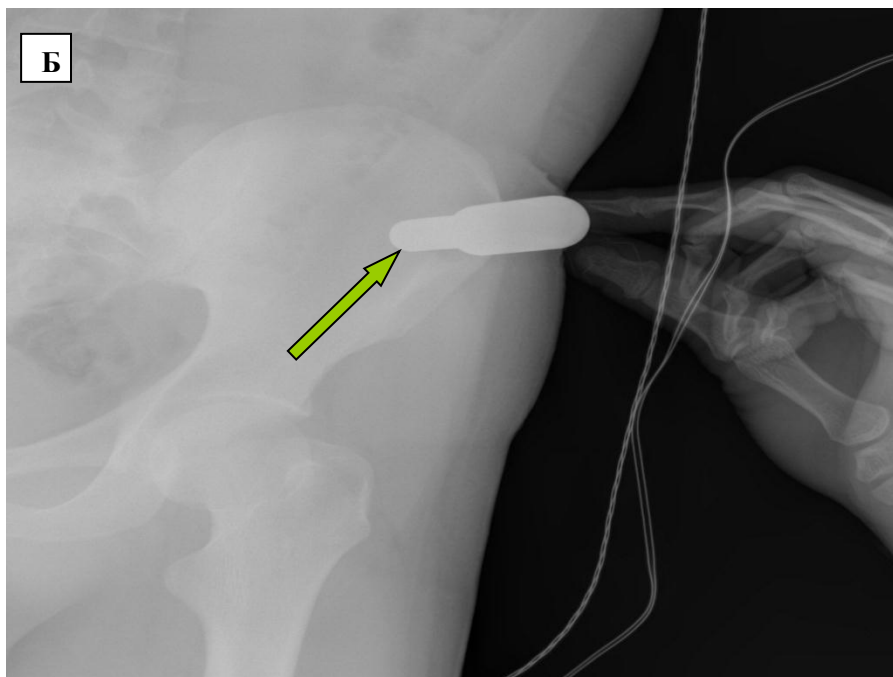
Забор аутотрансплантата из минидоступа с применением нового устройства: А) – общий вид; Б) - интраоперационная рентгенограмма (стрелкой указано погруженное устройство).
